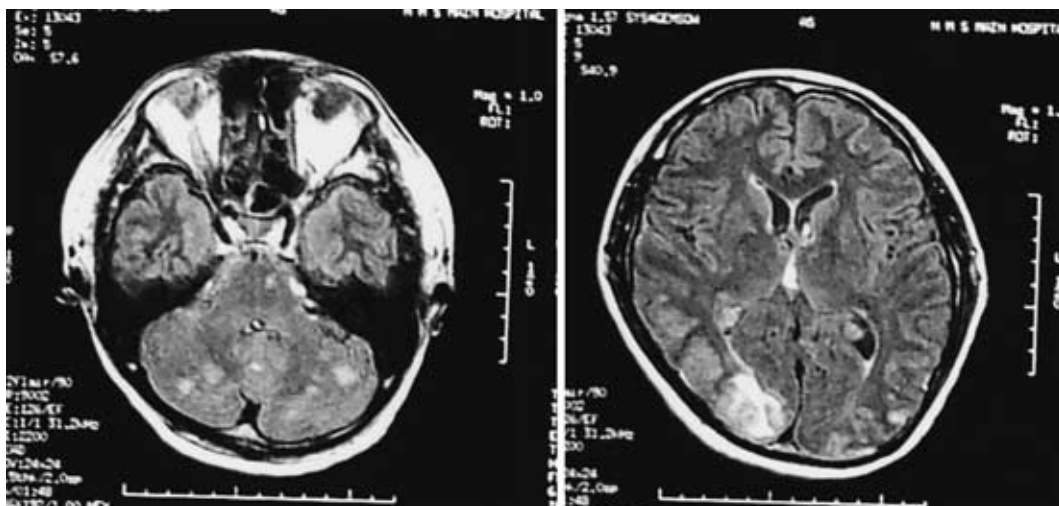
頭部MRI FLAIR強調画像にて小脳，側頭葉，後頭葉に異常信号散在
